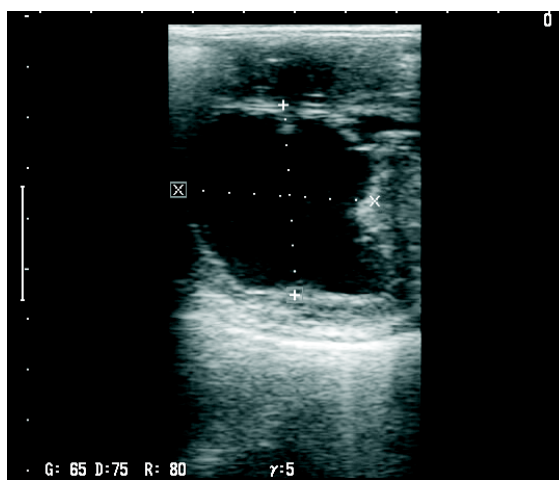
Hyperechogenne punkty w jamie nieowulującego pęcherzyka krwotocznego (USG, 5 MHz)
